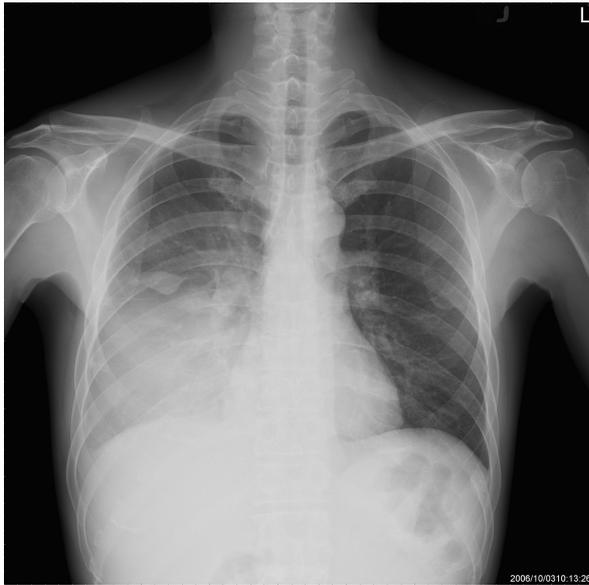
39 歲男性，因發燒及右胸疼痛而求診，胸部 X 光顯示右側肺炎以及肋膜積水 (2-A)，胸部超音波影像顯示為 complex non-septated pattern(2-B)，胸部肋膜抽吸顯示為複雜性肺炎肋膜積液，肋膜積水培養為 *Streptococcus pneumoniae*，經抗生素治療以及放置小尺寸胸管引流後，成功治療 (2-C)，於住院後十天順利出院。
